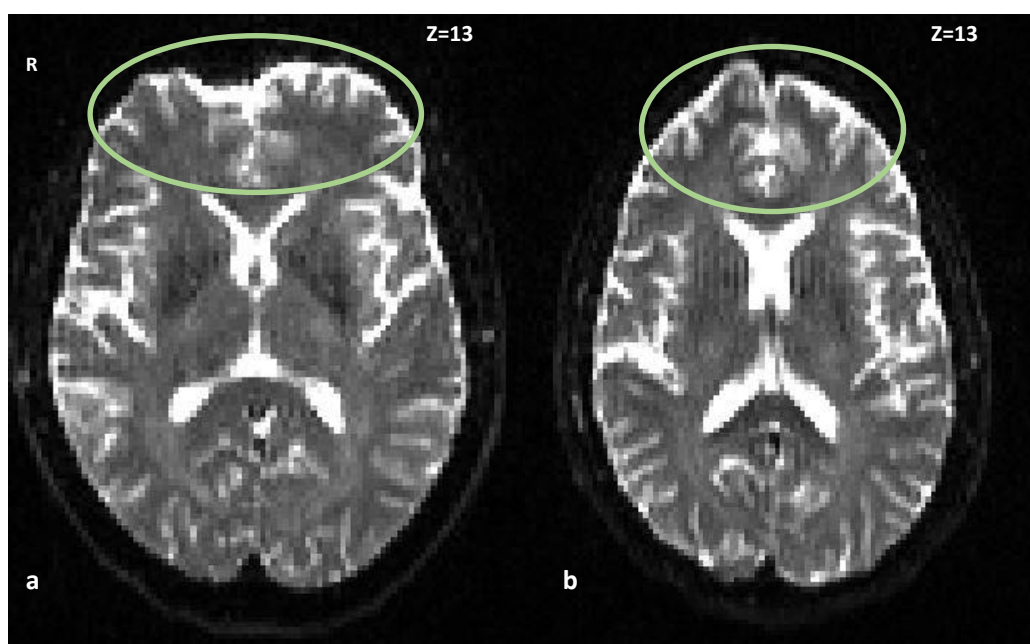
Imagens DWI representativas das distorções de susceptibilidade (círculo verde). a) Corte axial correspondente à direção de codificação de fase anterior-posterior. b) Corte axial correspondente à direção de codificação de fase posterior-anterior. Volume=0
